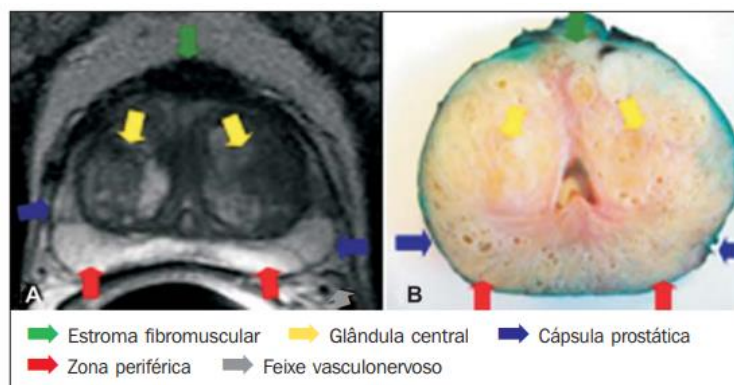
Correlação entre uma imagem de RM Ponderada em T2 (A) e uma imagem macroscópica da peça cirúrgica (B). retiradas de <sup>(21)</sup>.
